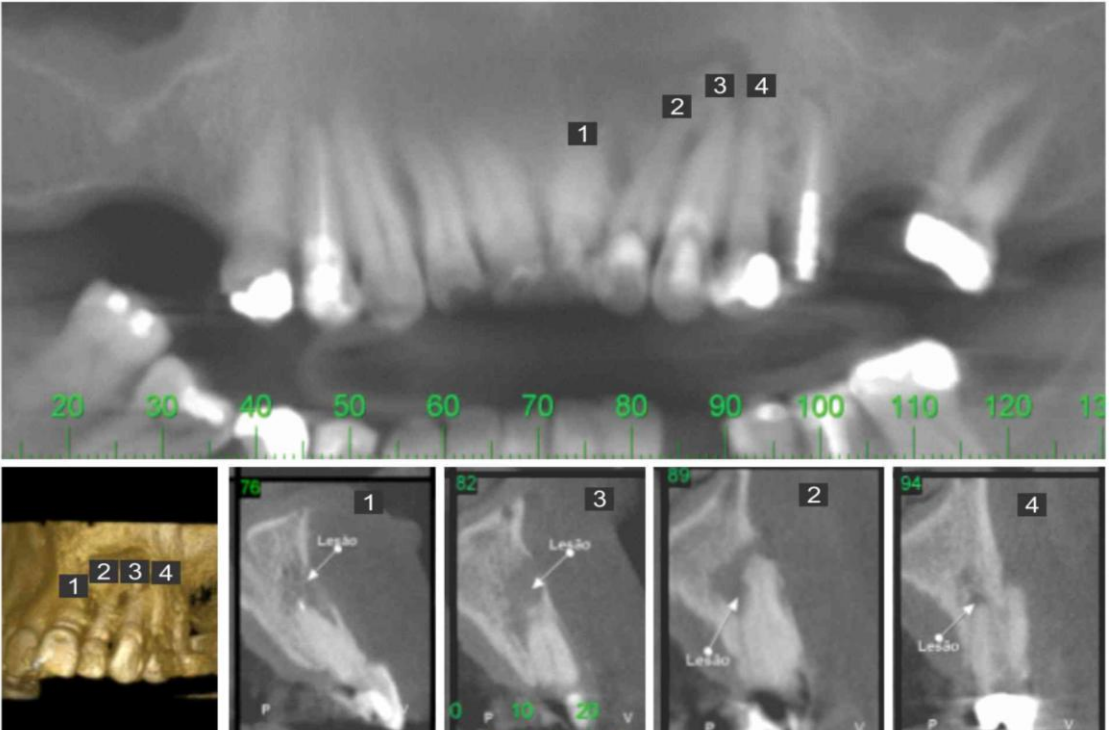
Feridas perirradiculares de quatro dentes de um paciente quantificadas por tomografia. Dentes 1 e 3 retroobturados com cimento PBEA; dentes 2 e 4 retroobturados com cimento MTA.
